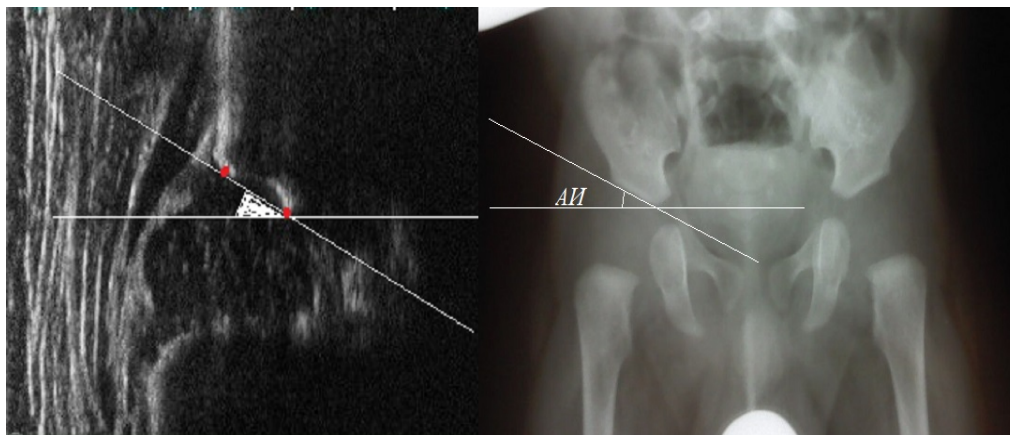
Зображення прикладу дослідження дисплазії кульшового суглоба на рентгенівському та УЗД-зображеннях
